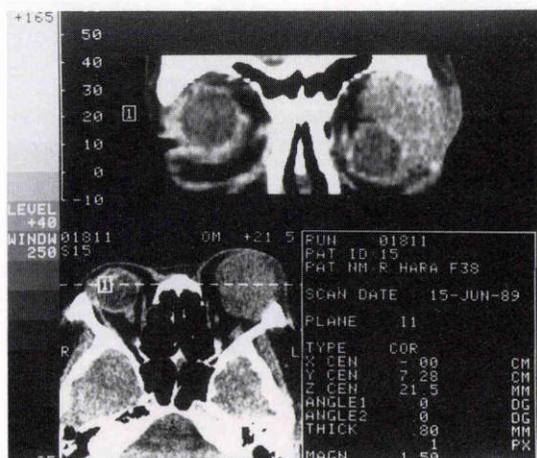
CT像：左眼窩外側上方に境界明瞭な high density area を認める。
